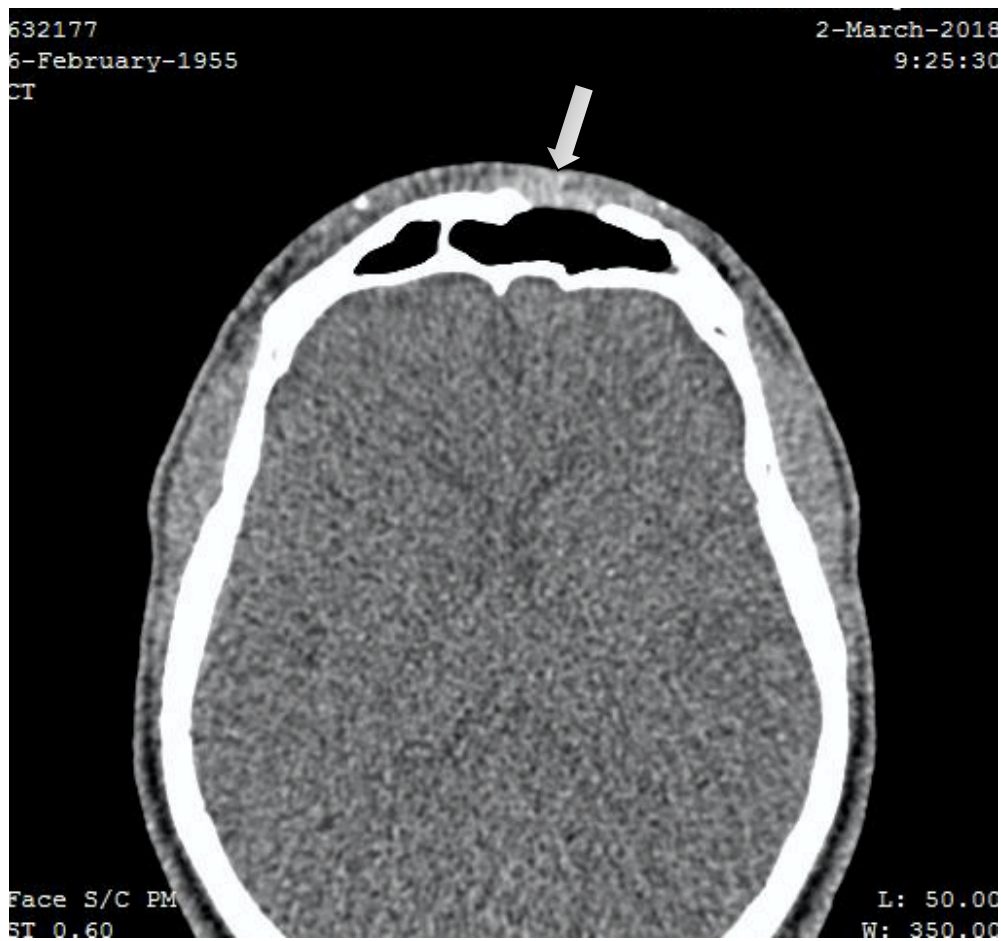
TC pós-operatória de 12 meses. A) Corte axial, B) corte sagital e C) corte coronal
